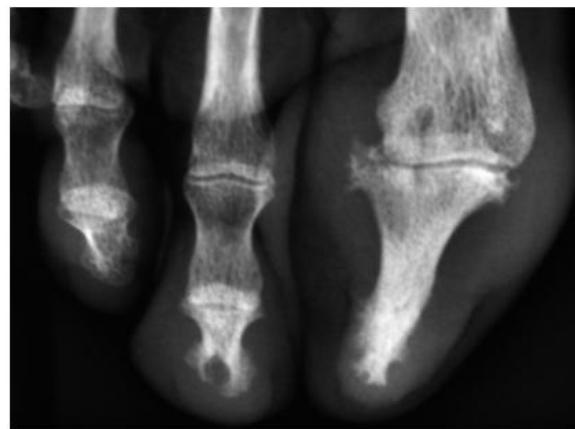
C Radiographie des orteils de face. Arthrite de l'articulation interphalangienne de l'hallux et résorption des houppes phalangiennes 1 et 2.
